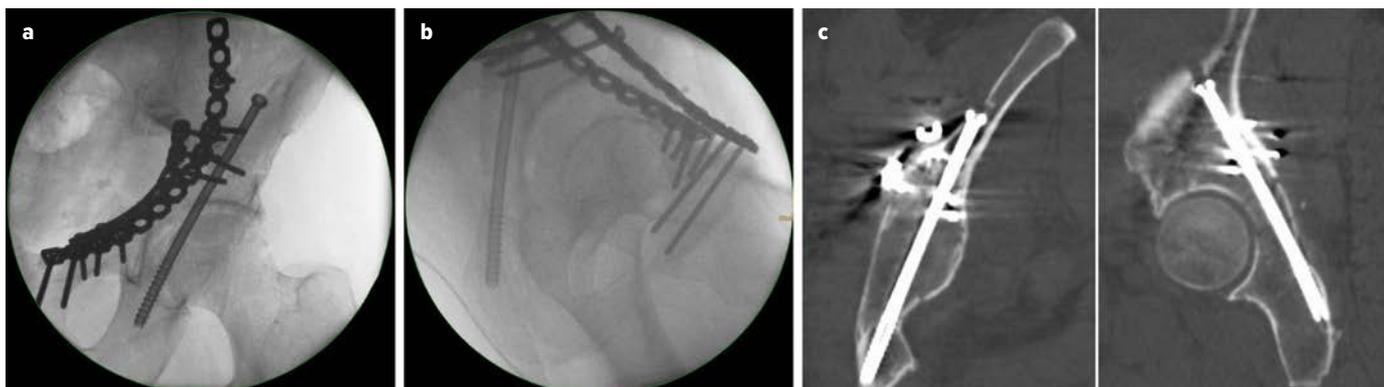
Bildgebende Kontrolle der pfeilerkreuzenden Zugschraube: a) Intraoperative ap Projektion. b) Intraoperative schräg-seitliche Projektion. c) Postoperative CT-Kontrolle
